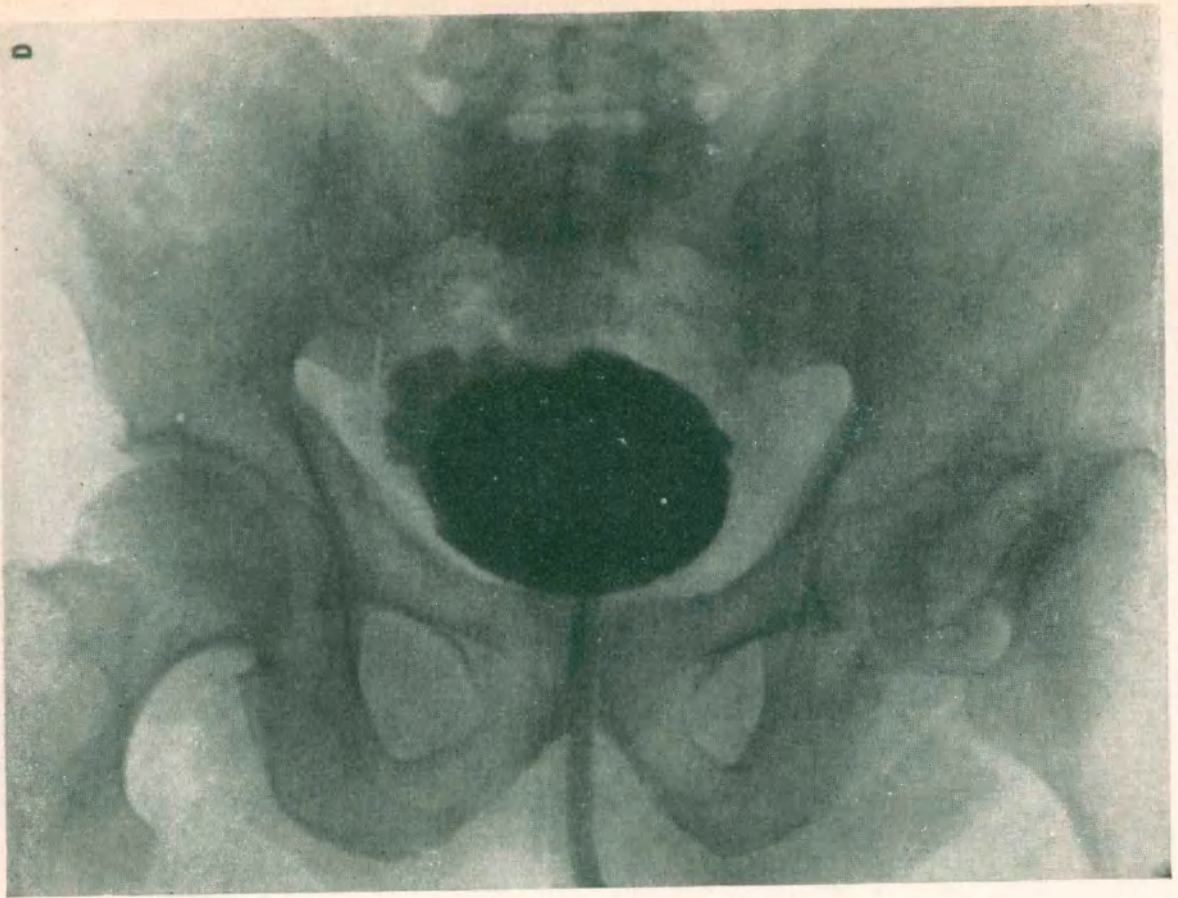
Observación III - Radiografía No. 38537
